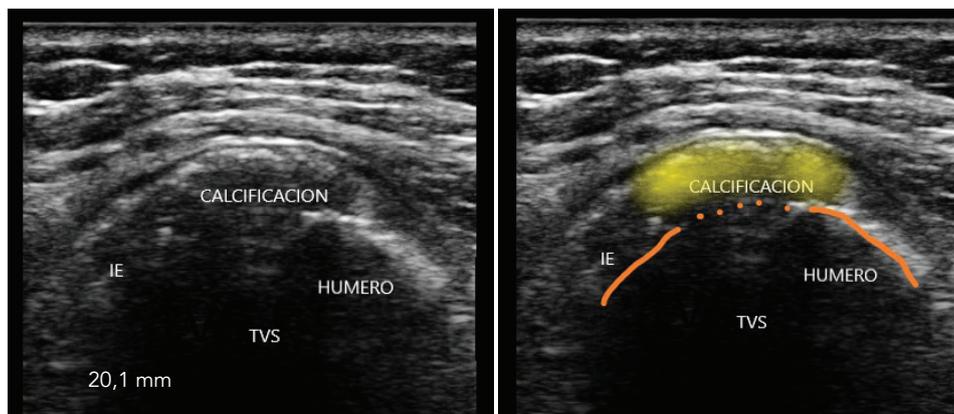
Ecografía inicial de hombro derecho donde se observa calcificación en la inserción humeral del infraespinoso de 20,1 mm.
